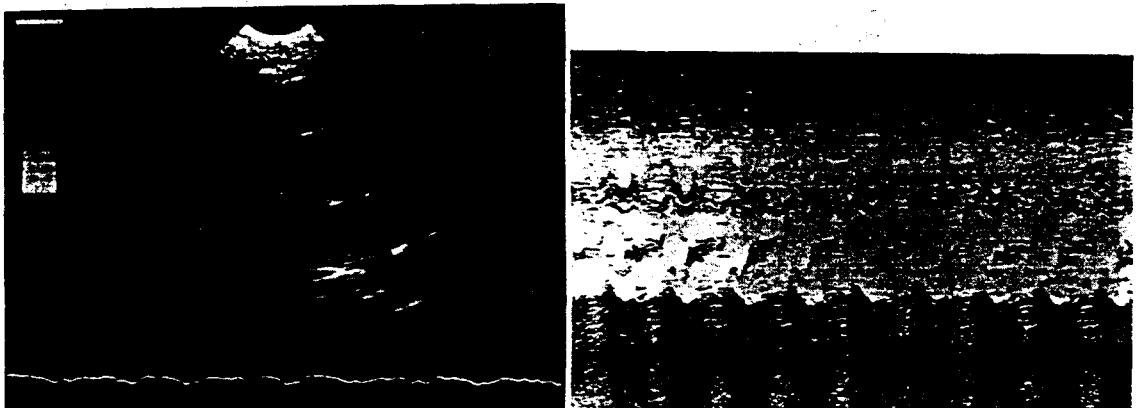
Postoperative echocardiogram. (parasternal long axis view).
